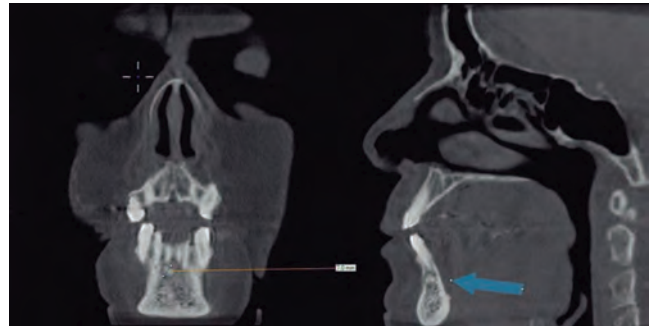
TC. Lesión radio-opaca. Sínfisis mandibular.
